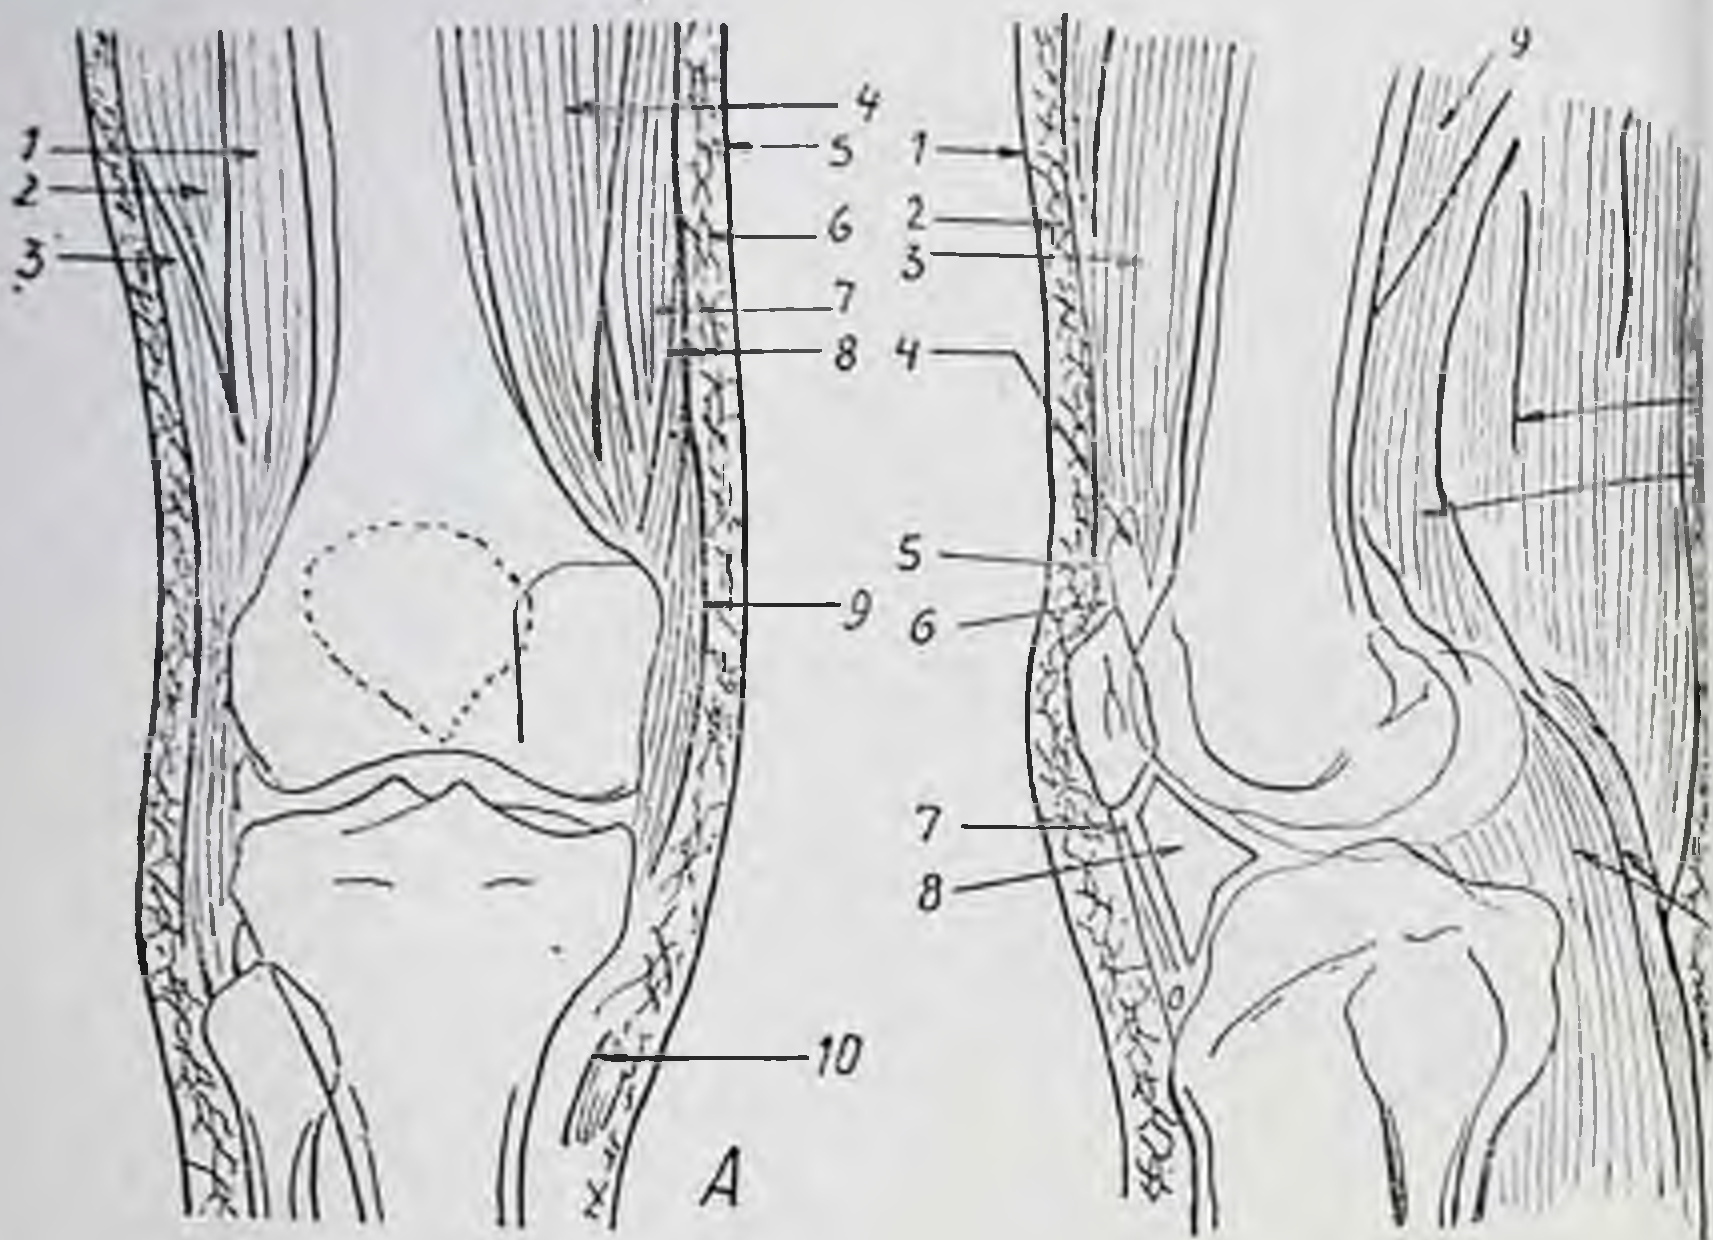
А — изображение мягких тканей нормального коленного сустава на схеме прямой обзорной рентгенограммы:
